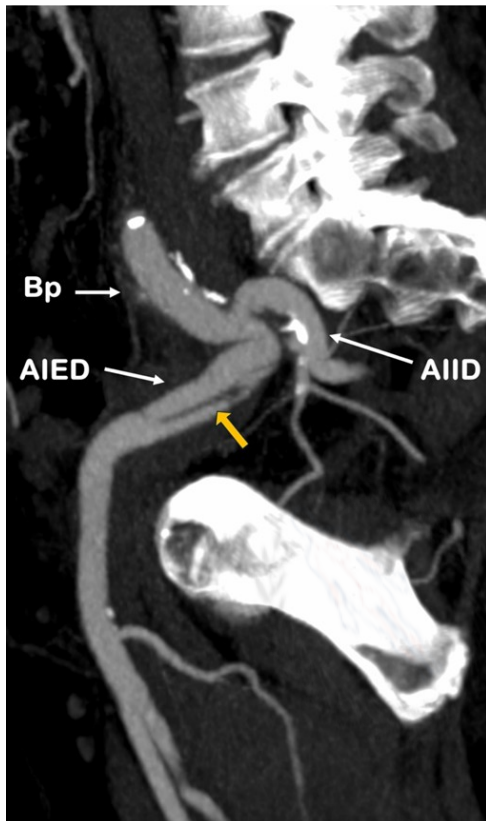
Corte sagital del angio TC posreparación abierta del aneurisma ilíaco derecho en el que se evidencia la permeabilidad del *bypass* (Bp) y la arteria ilíaca interna derecha (AIID). Inmediatamente distal a la anastomosis distal del *bypass* se objetiva un *flap* de disección (flecha) que se extiende distalmente hacia la arteria ilíaca externa derecha (AIED).
